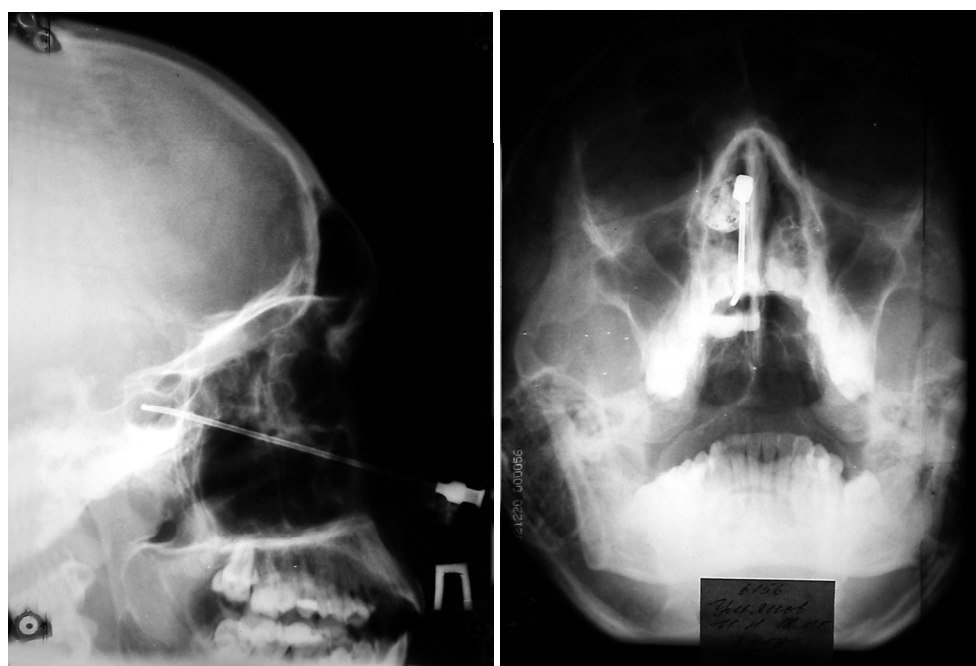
На рентгенограммах ОНП в двух проекциях (правой боковой и прямой)
